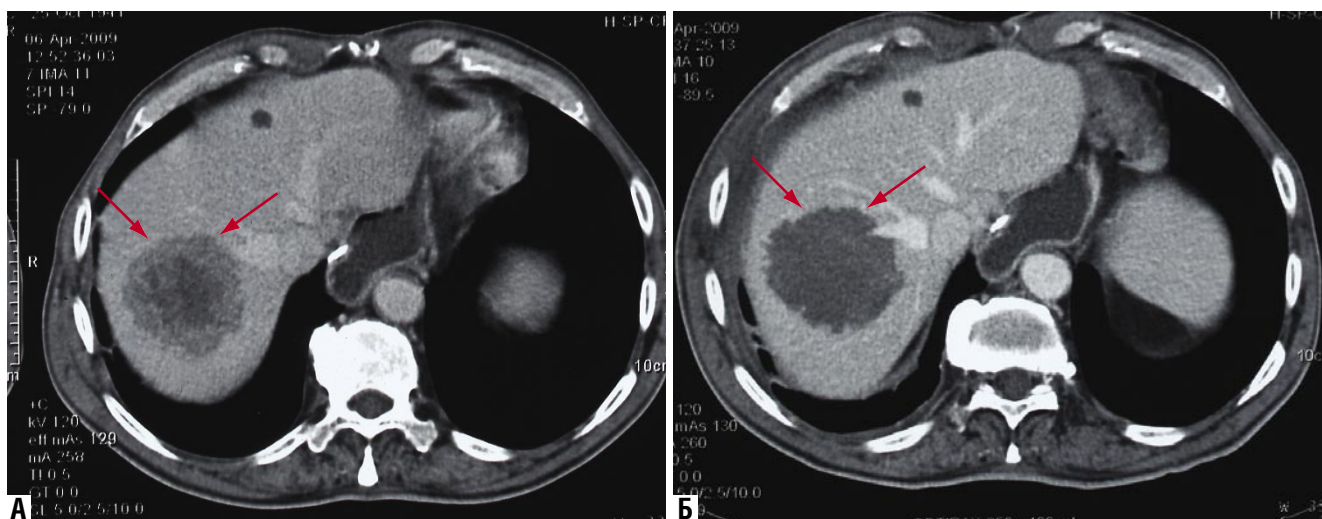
Компьютерная томограмма органов брюшной полости с внутривенным контрастированием до (а) и после (б) выполнения ультразвуковой абляции метастаза печени (объяснение в тексте). (стрелками указан очаг в печени)
